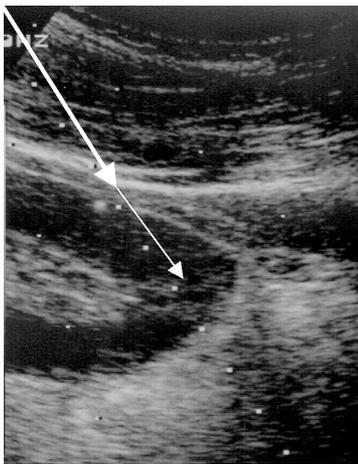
コンベックスタイプの超音波端子を用いて腎を探索し、腎臓の正中部下方向より尾側方向に穿刺する方法。
